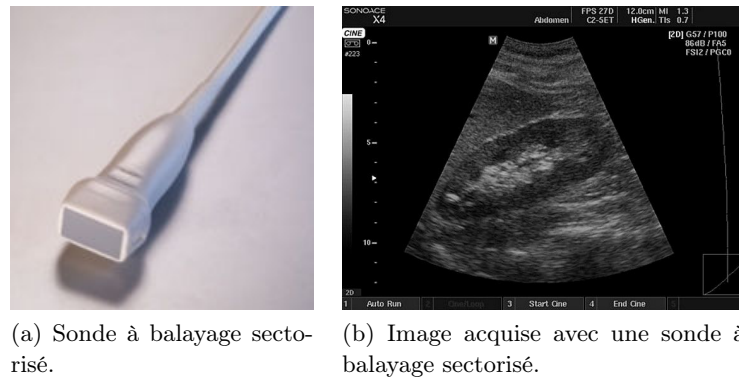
Une sonde à balayage sectorisé (HP 21350A, HP) et l’acquisition ultrasonore correspondante pour un rein.
